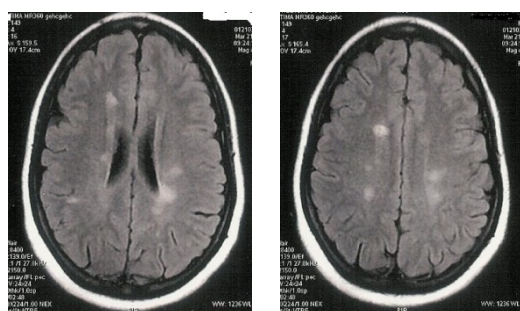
Coupes axiales d'IRM encéphalique en séquence FLAIR montrant des lésions periventriculaires.
